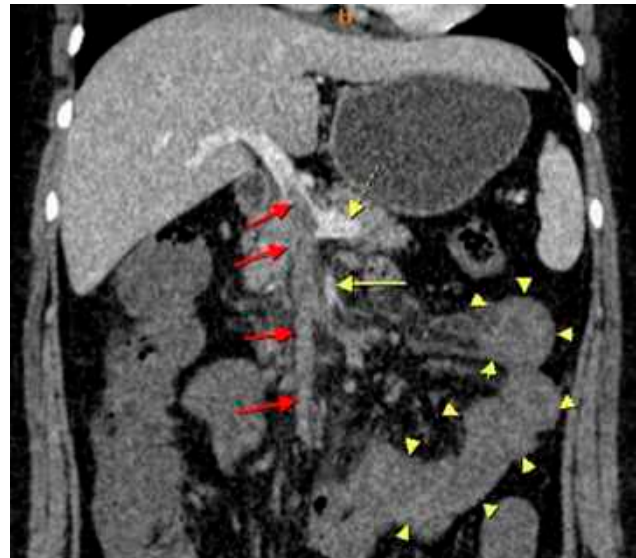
Coronal plane of abdominal CT taken in venous phase. Hypodense filling defect in lumen of superior mesenteric vein reaching to portal vein (red arrow), physiologic contrast filling in superior mesenteric artery (yellow arrow) and splenic vein (yellow dotted arrow) were depicted. Intestinal wall thickening and increased density of fat tissue edema (yellow arrow heads) were also accompanied.
